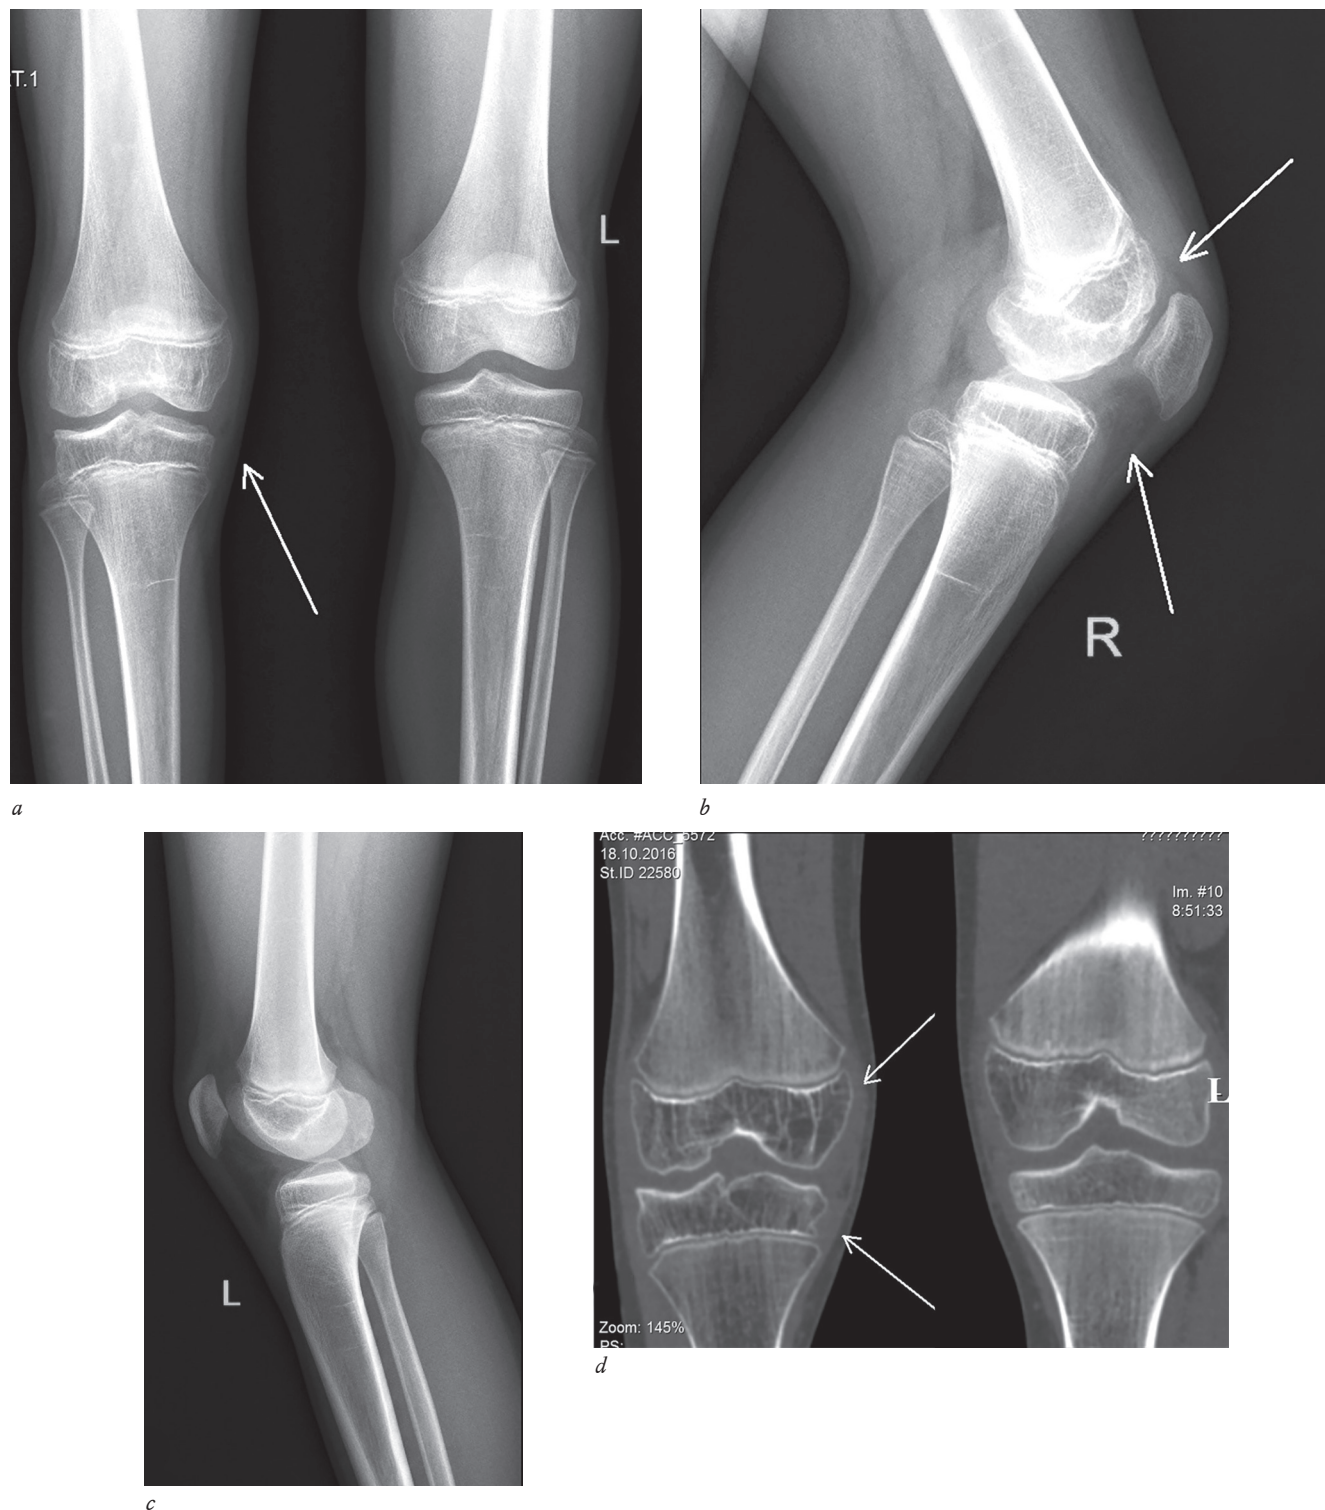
Эрозивно-дистрофические изменения эпифизов, образующих правый коленный сустав, у ребенка с ювенильным артритом: *a, b, c* – рентгенограммы; *d* – мультиспиральные компьютерные томограммы
